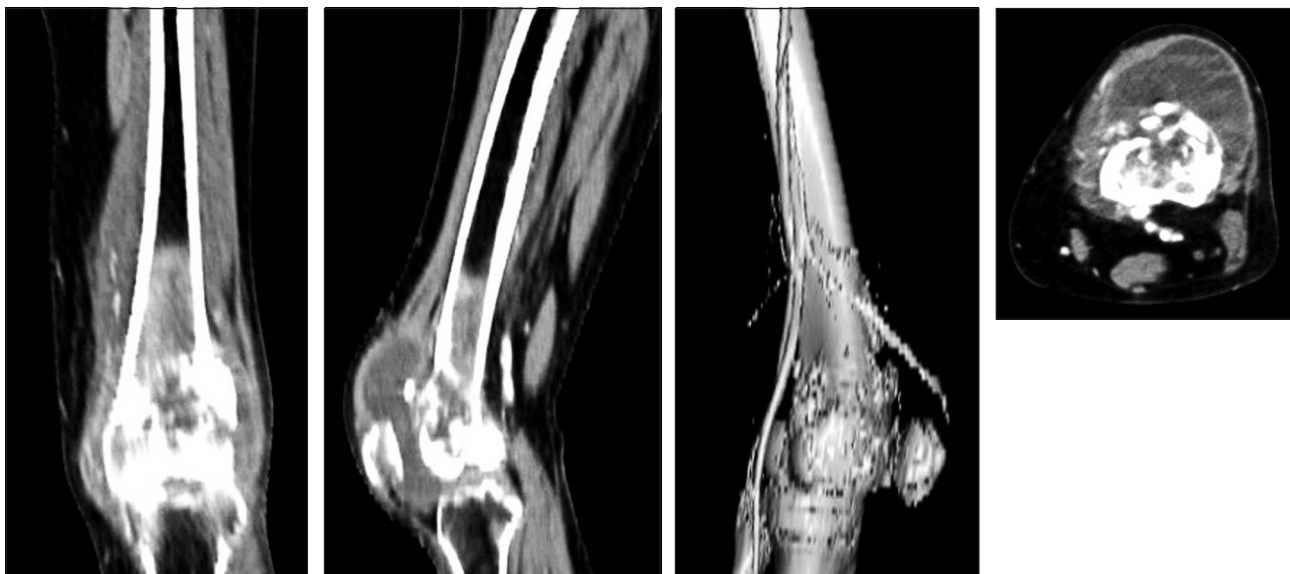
Фотоотпечатки сканов компьютерной томографии с контрастированием сосудов дистального отдела левого бедра пациентки М., 46 лет
